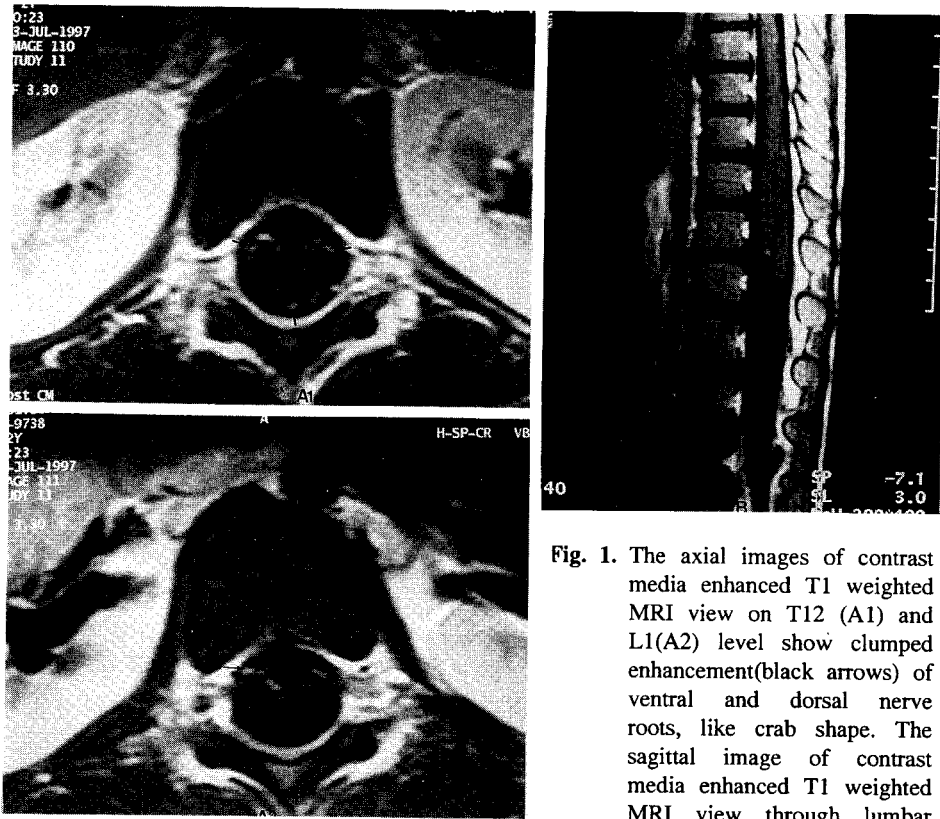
The axial images of contrast media enhanced T1 weighted MRI view on T12 (A1) and L1(A2) level show clumped enhancement(black arrows) of ventral and dorsal nerve roots, like crab shape. The sagittal image of contrast media enhanced T1 weighted MRI view through lumbar level to cauda equina shows abnormally increased enhancement of nerve roots(B).
